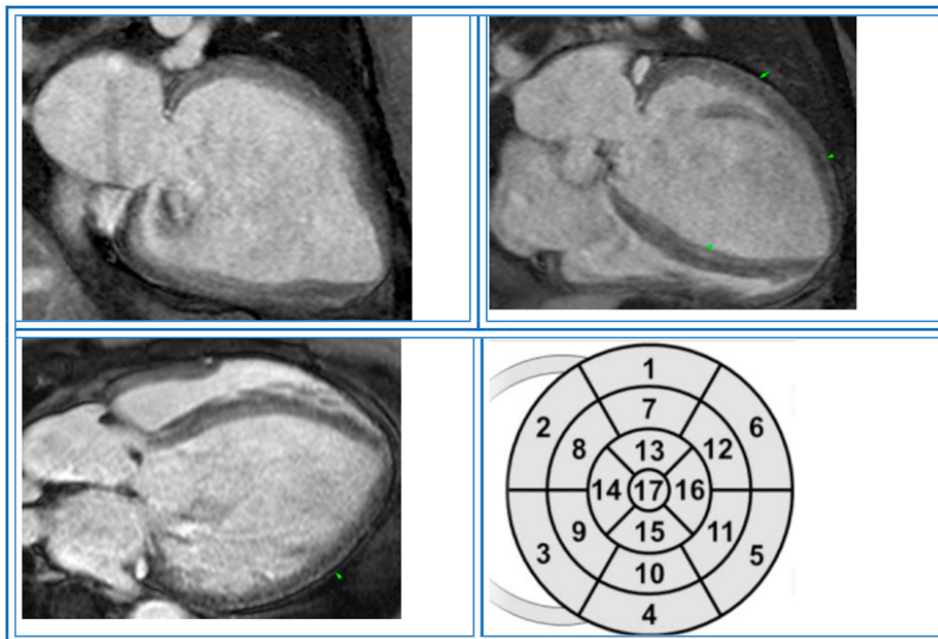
МРТ-серця (критичний аортальний стеноз на фоні дифузного кардіофіброзу)
